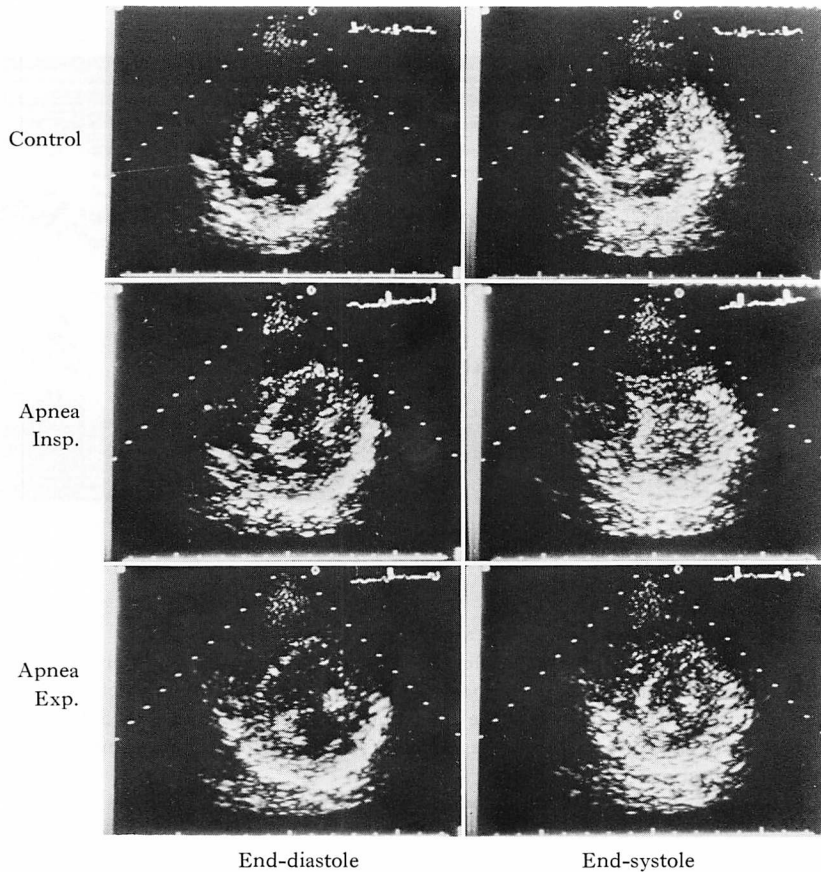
Short-axis echocardiograms during sleep apnea.
